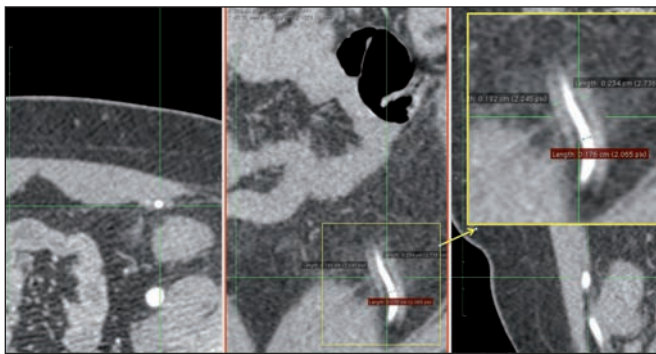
Modo 2D MPR. La angiotomografía permite también hacer una evaluación de las venas del pedículo (en este caso un colgajo DIEP) (Imagen aumentada del pedículo en el recuadro amarillo).
